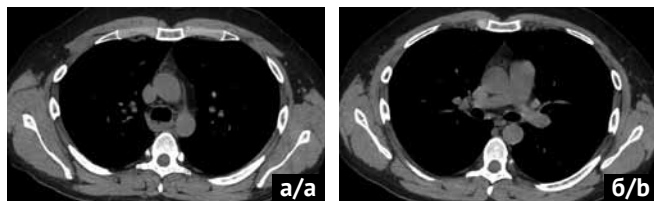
СКТ грудной клетки через год после дренирования средостения. Пациент Б., 07.05.2022 г. Нормальное изображение средостения. Компьютерная томограмма, мягкотканое электронное окно в аксиальной (а, б) плоскости. Клетчатка средостения не уплотнена, в переднем верхнем средостении визуализируется остаточная ткань тимуса, инволютивно измененная
